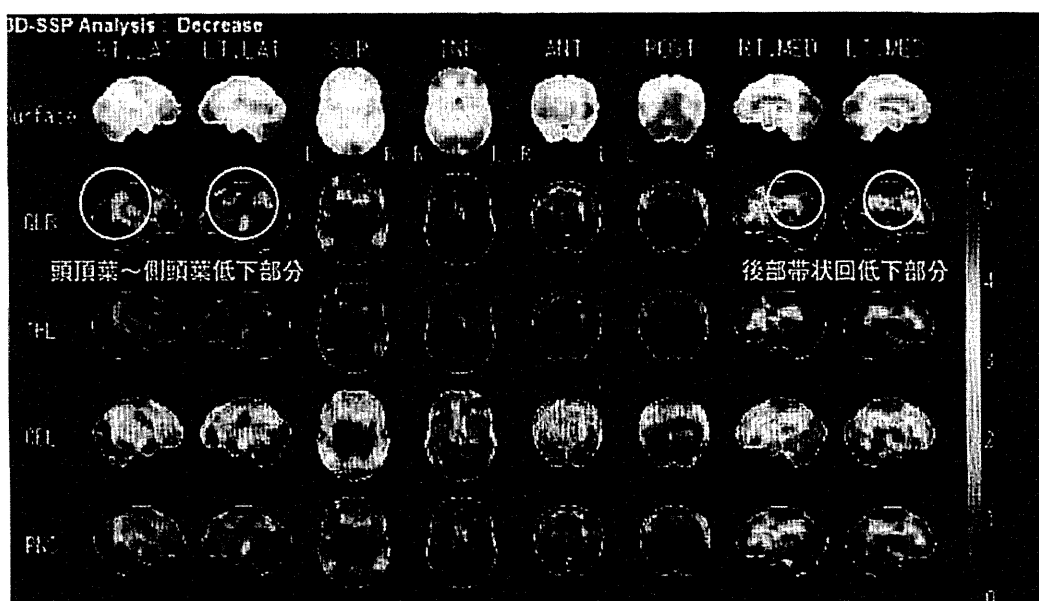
症例 1 の SPECT 3D-SSP
